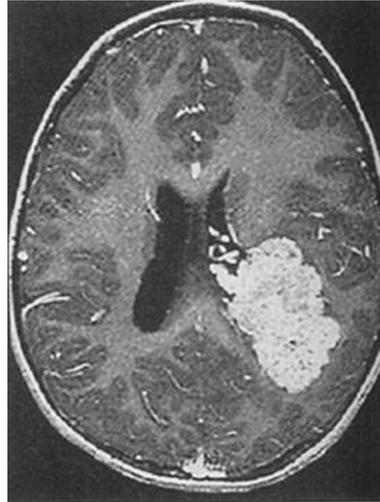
IRM séquence T1 injectée. Lésion qui part du ventricule latéral gauche, qui prend le contraste, compatible avec un épendymome.
